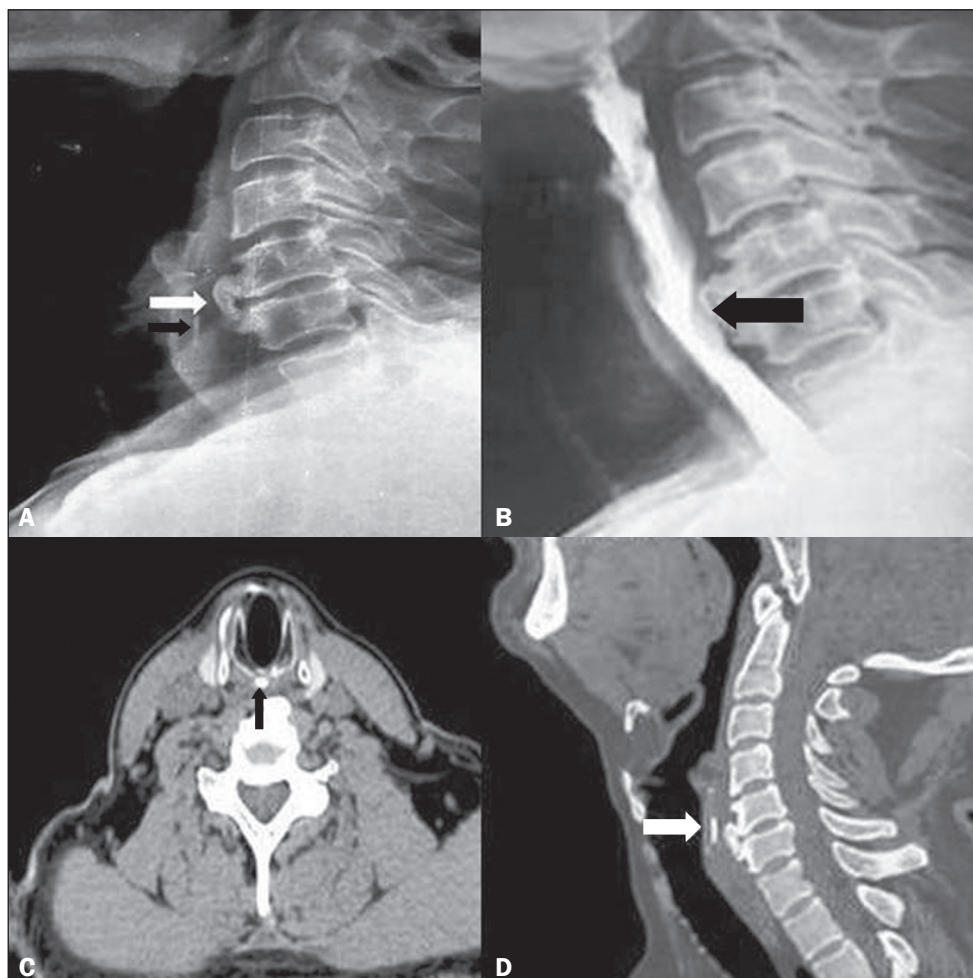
A: Soft tissue X-ray of the neck, in lateral view, showing large anterior osteophytes (white arrow) of the C5 and C6 vertebral bodies and an elongated cricoid osteophyte (black arrow). B: Barium swallow revealing a smooth extrinsic indentation in the esophagus at the level of the osteophyte formation (arrow). C: Axial CT scan showing an osteophyte arising from the cricoid cartilage (arrow). D: Sagittal reconstructed CT images showing an elongated cricoid osteophyte caudally (arrow) at the C5-C6 level.
